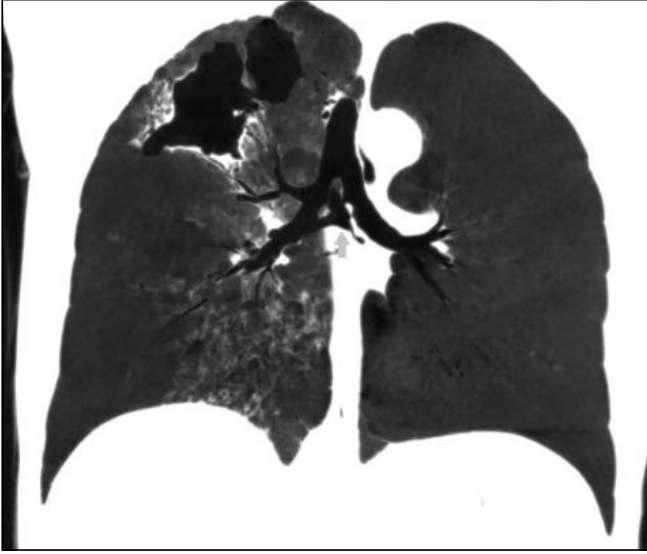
Güncel kontrastsız toraks BT tetkikinde sağ üst lobda kalın cidarlı, parankimde yaygın destrüksiyon oluşturan kavite izlenmektedir (uzun siyah ok). Sağ üst lobda yaygın peribronşiyal duvar kalınlık artışı mevcuttur. Subkarinal bölgede sağ bronkus intermedius ile sol ana bronş arasında, hastanın eski görüntülemesinde sol ana bronşta indentasyonun izlendiği lokalizasyonda iki farklı noktada tam kat erozyona bağlı fistül formasyonu geliştiği izlenmektedir (dolgusuz ok). Sağ alt lobda endobronşiyal yayılımı destekleyen yaygın tomurcuklanan ağaç görünümüne neden olan sentrilöbüler nodüller izlenmektedir (siyah ok başı).
